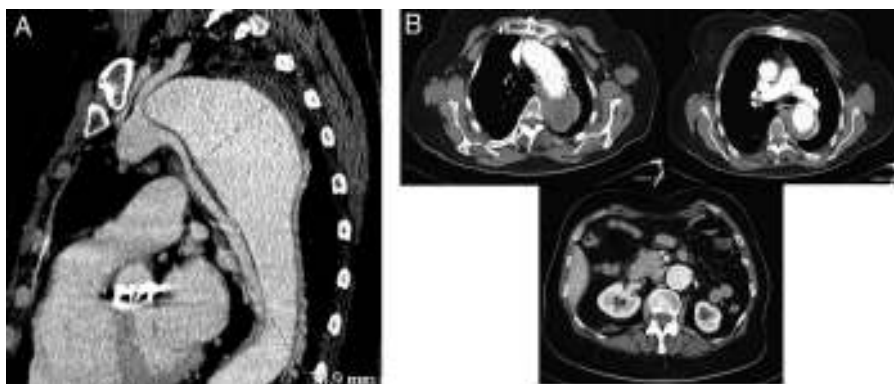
A) Corte sagital de la TAC visualizando el diámetro aórtico del caso 1. B) TAC de control a los 6 meses del caso 1.
